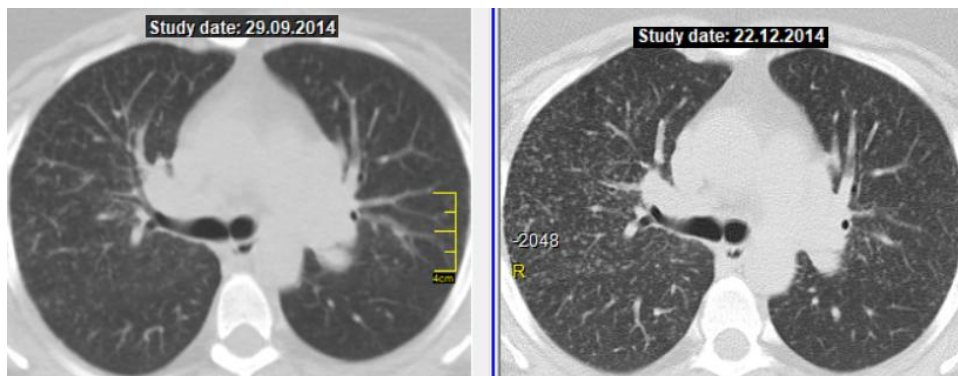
КТ хворої Ш., 38 років. Зліва – візит 1, рекомендовано клініко-рентгенологічне спостереження, справа – візит 2 через 3 міс, стабілізація, призначення ГКС-терапії.
